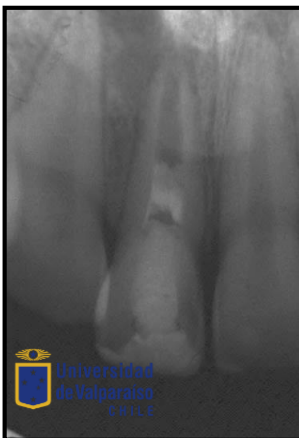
Radiografía control 3 meses (25/01/13) se observa aposición de tejido mineralizado. Clínicamente sin respuesta al test pulpar, pero asintomático
